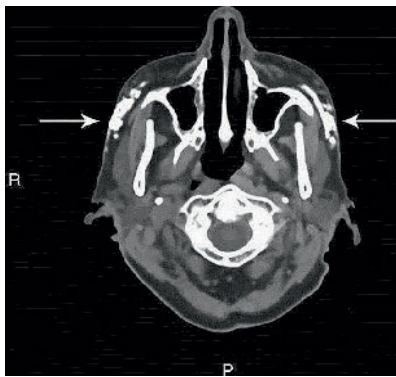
Abbildung Das Schädel-CT zeigt weitgehend symmetrische Auffälligkeiten im Bereich beider Wangen (Pfeile).
